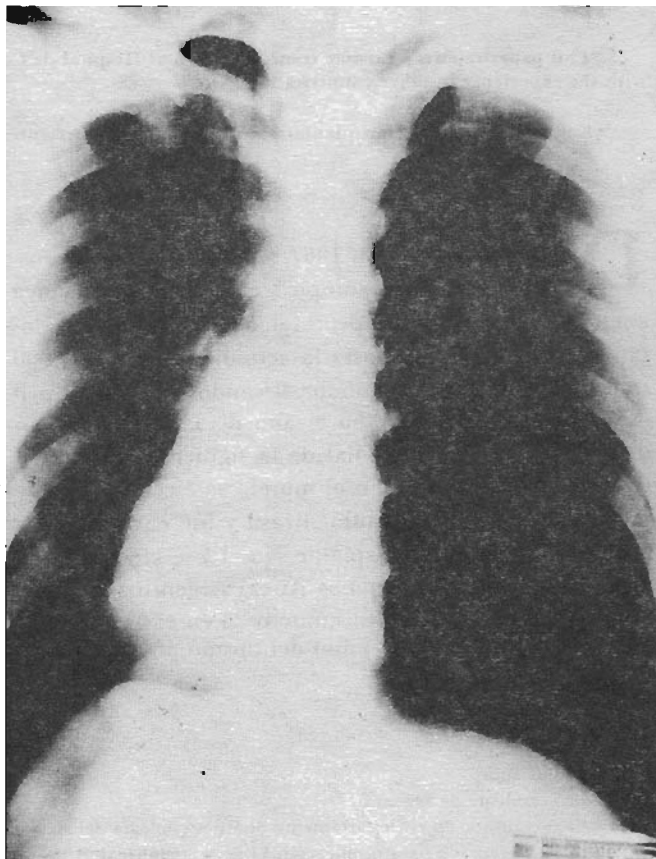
Radiografía de tórax del donador.
